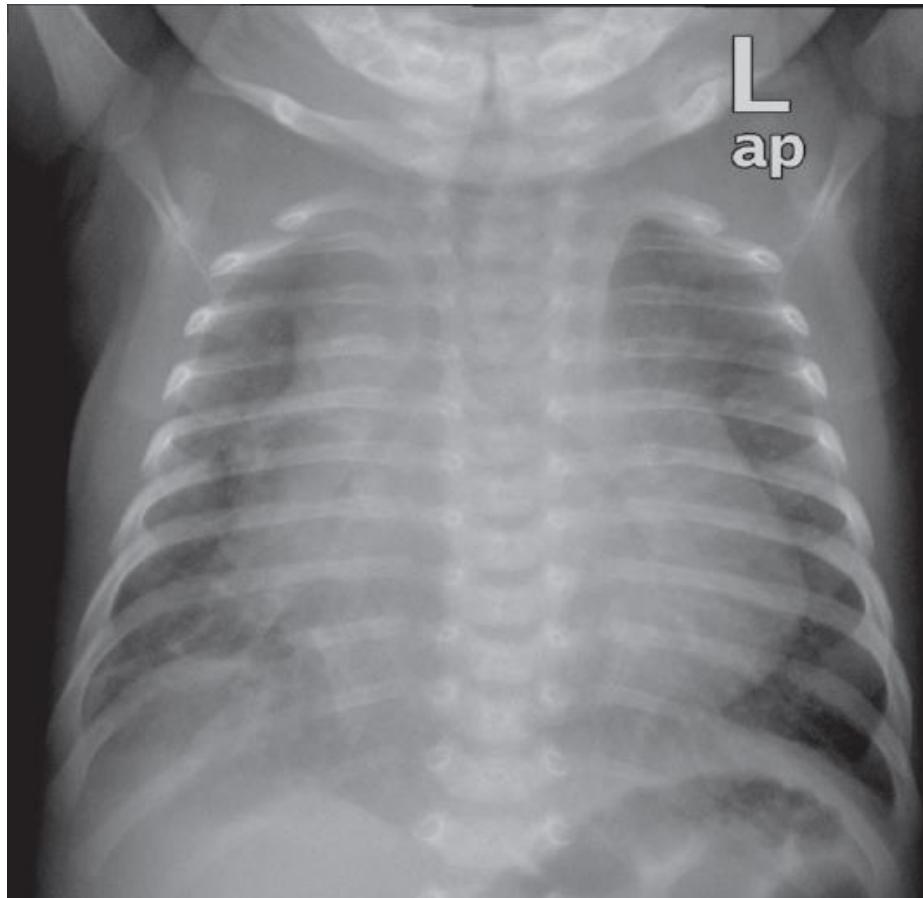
Radiographie thoracique de face montrant une cardiomégalie avec œdème pulmonaire chez un nouveau-né.⁴⁹
